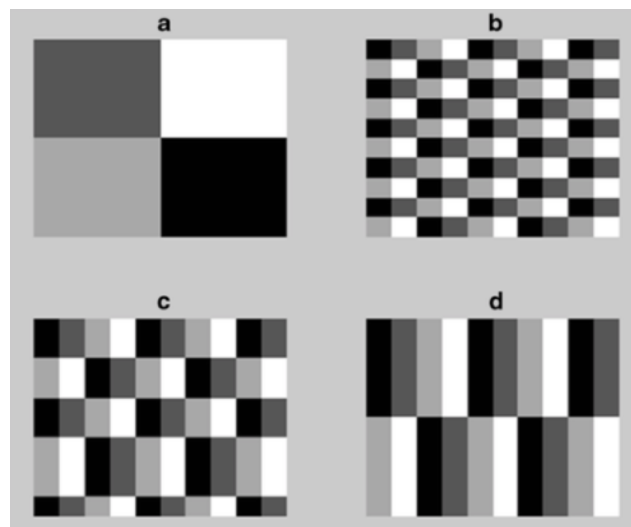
Exemple de 4 variations d’intensité présentant des paramètres du premier ordre strictement identiques, ceux-ci ne tenant pas compte des relations entre les voxels (non-texturaux). Les paramètres du second ordre issus de la GLCM sont différents entre l’image A et les 3 autres, alors qu’ils sont identiques entre les images B, C et D. Les paramètres d’ordre élevé issus des NGTDM et GLSZM sont différents entre les 4 images. Figure reproduite avec autorisation de Chicklore et al. « Quantifying tumour heterogeneity in 18F-FDG PET/CT imaging by texture analysis. » (License number 4253070508547) [219].
